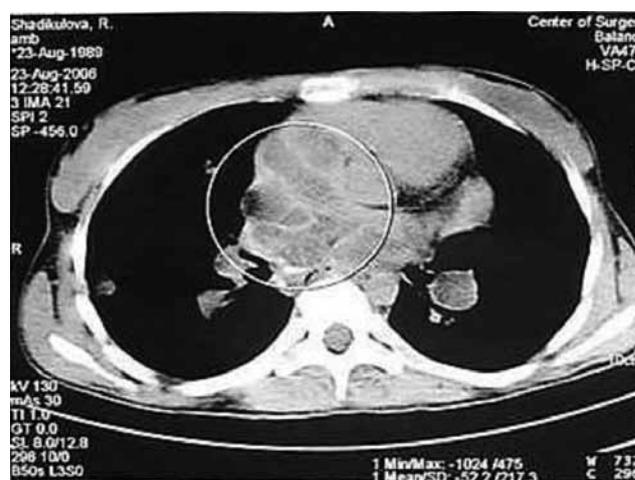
Компьютерная томография грудной клетки. Эхинококкоз средостения.
